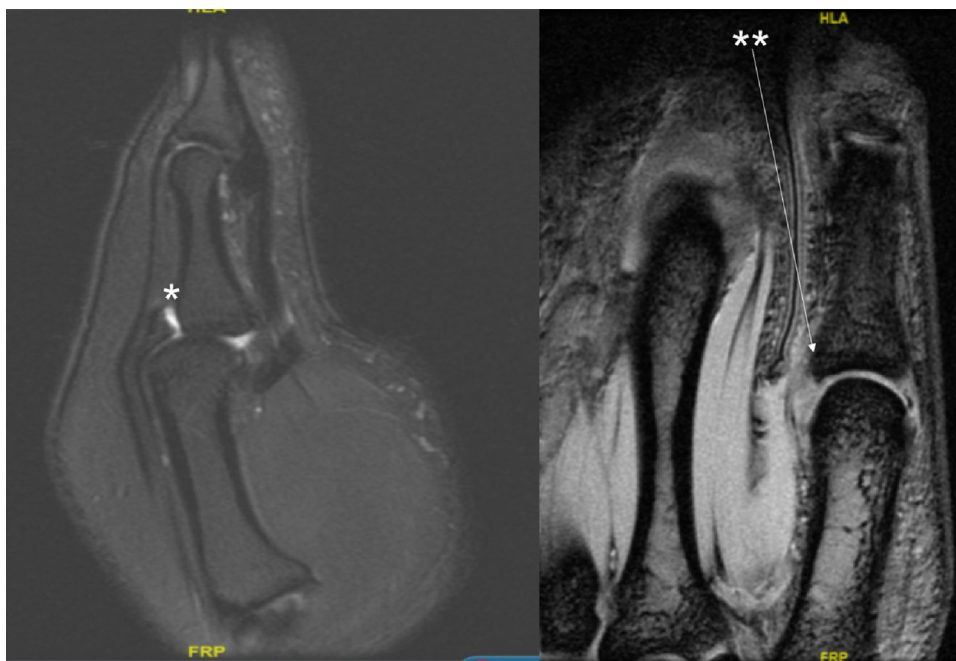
(Esquerda) Ressonância magnética ponderada em T2 do polegar, mostra uma avulsão na inserção do ECP (*) e uma luxação volar da falange proximal. (Direita) RM ponderada em T2 em incidência anteroposterior do polegar, apresenta LUC íntegro ().
